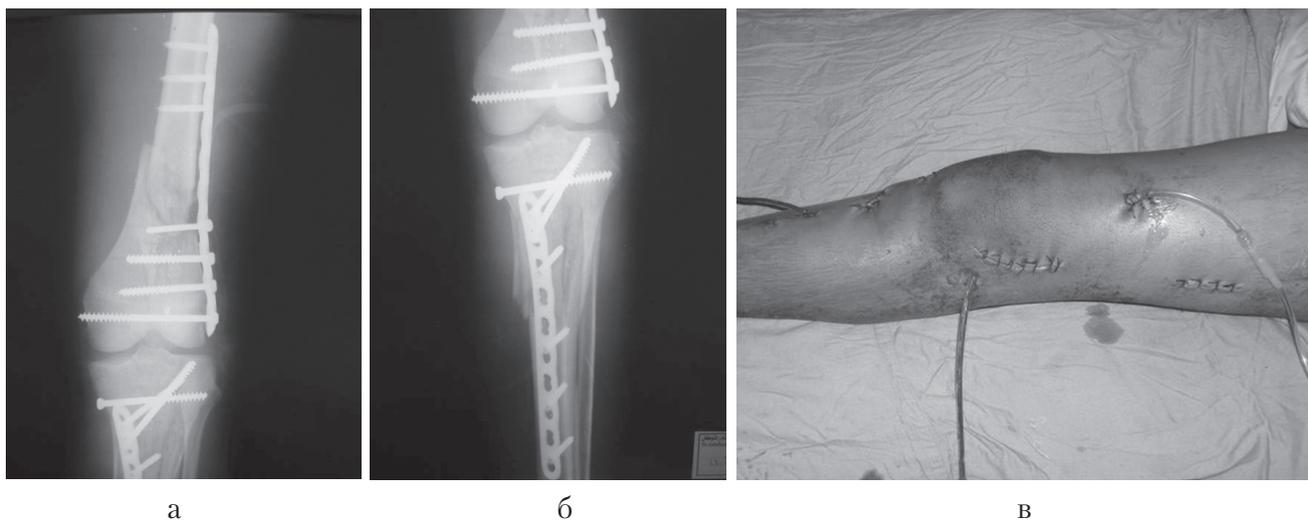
Остеосинтез переломов пластинами с угловой стабильностью у пациента 25 лет с огнестрельным ранением: а, б – рентгенограммы; в – внешний вид конечности после остеосинтеза.
